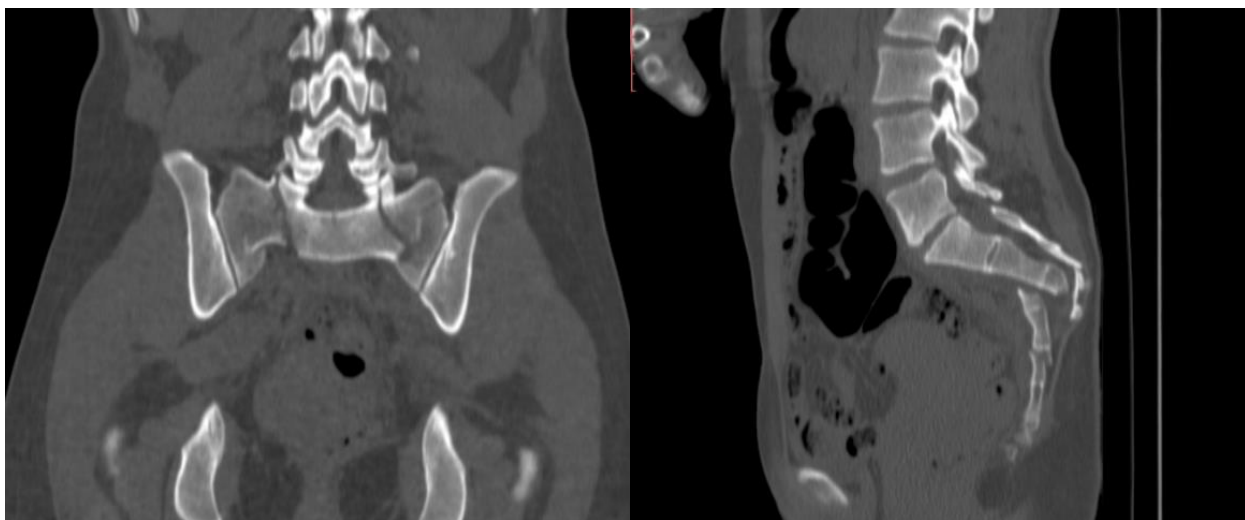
Рентгенограммы таза пациента А. 29 лет при поступлении в клинику.
